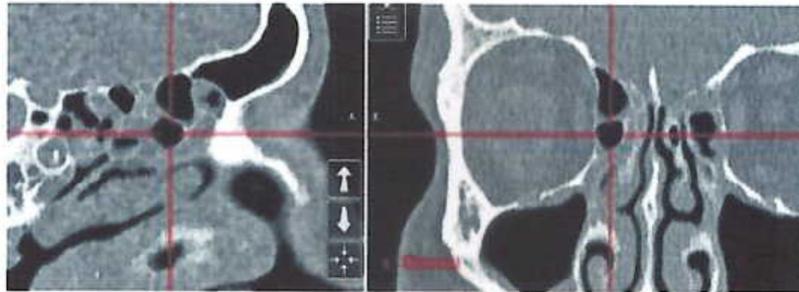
Gambaran CT Scan Sel Supra Agger
